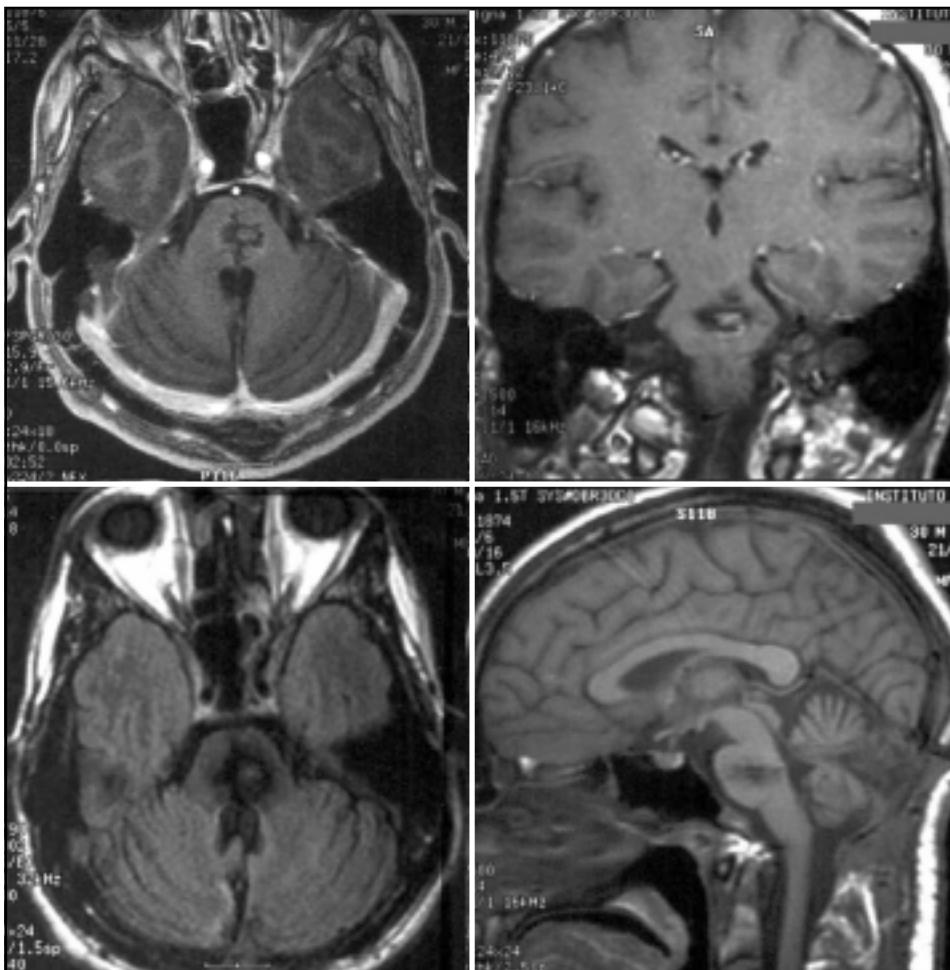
Caso 1. IRM postoperatoria: resección completa de la malformación sin lesiones secundarias.
